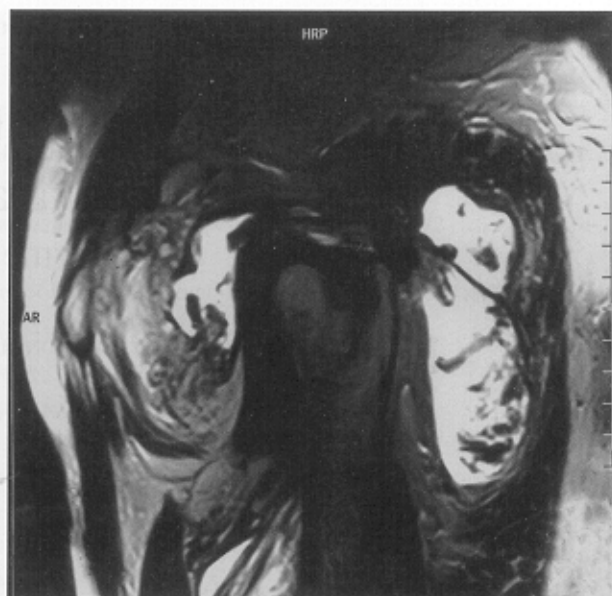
Colección anterior y posterior en el corte sagital de T1 de RM alrededor de la cabeza femoral derecha y el hueso iliaco.
